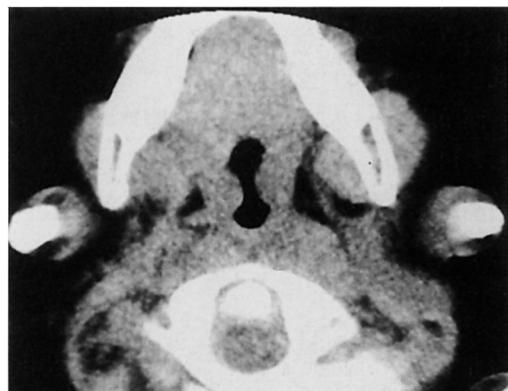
Plain CT scan on the 21st postoperative day
